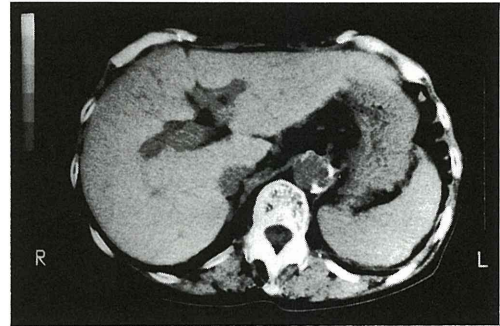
Abdominal CT shows swelling of left lobe of liver, splenomegaly and dilatation of the vein near spleen hilus.
